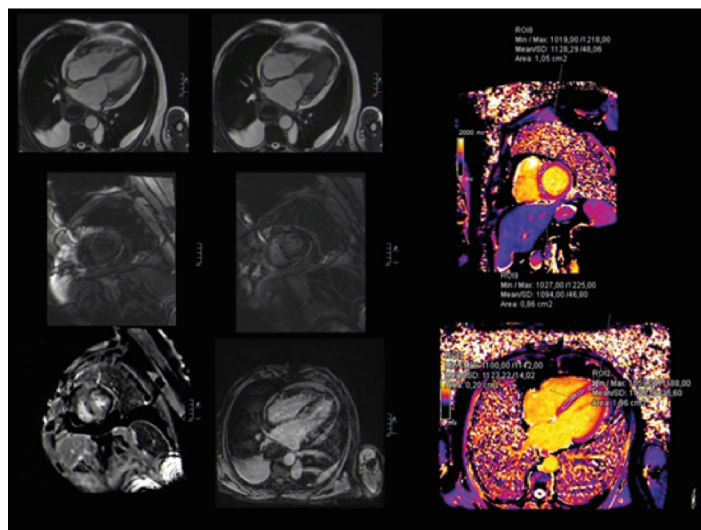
Ressonância magnética cardíaca na amiloidose cardíaca. Caracterização morfofuncional adequada em casos de ecocardiograma subótimo ou duvidoso. Padrão de realce tardio subendocárdico muito específico, circunferencial (ver texto). T1 nativo muito aumentado.
